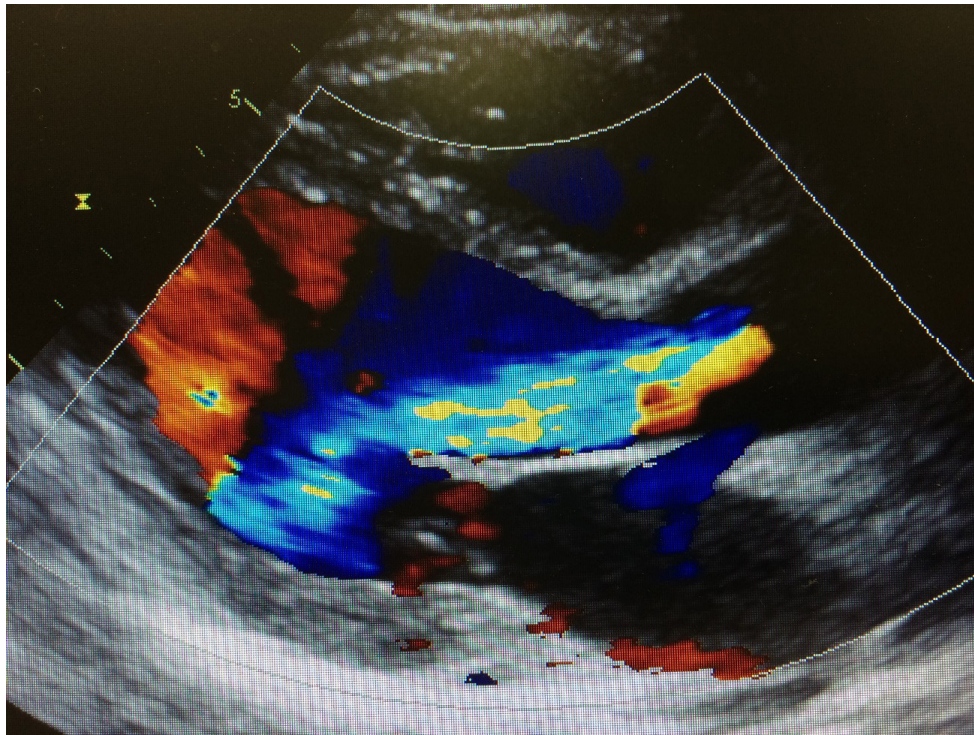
Ecocardiograma transtorácico en proyección paraesternal longitudinal demostrando insuficiencia aórtica importante.
